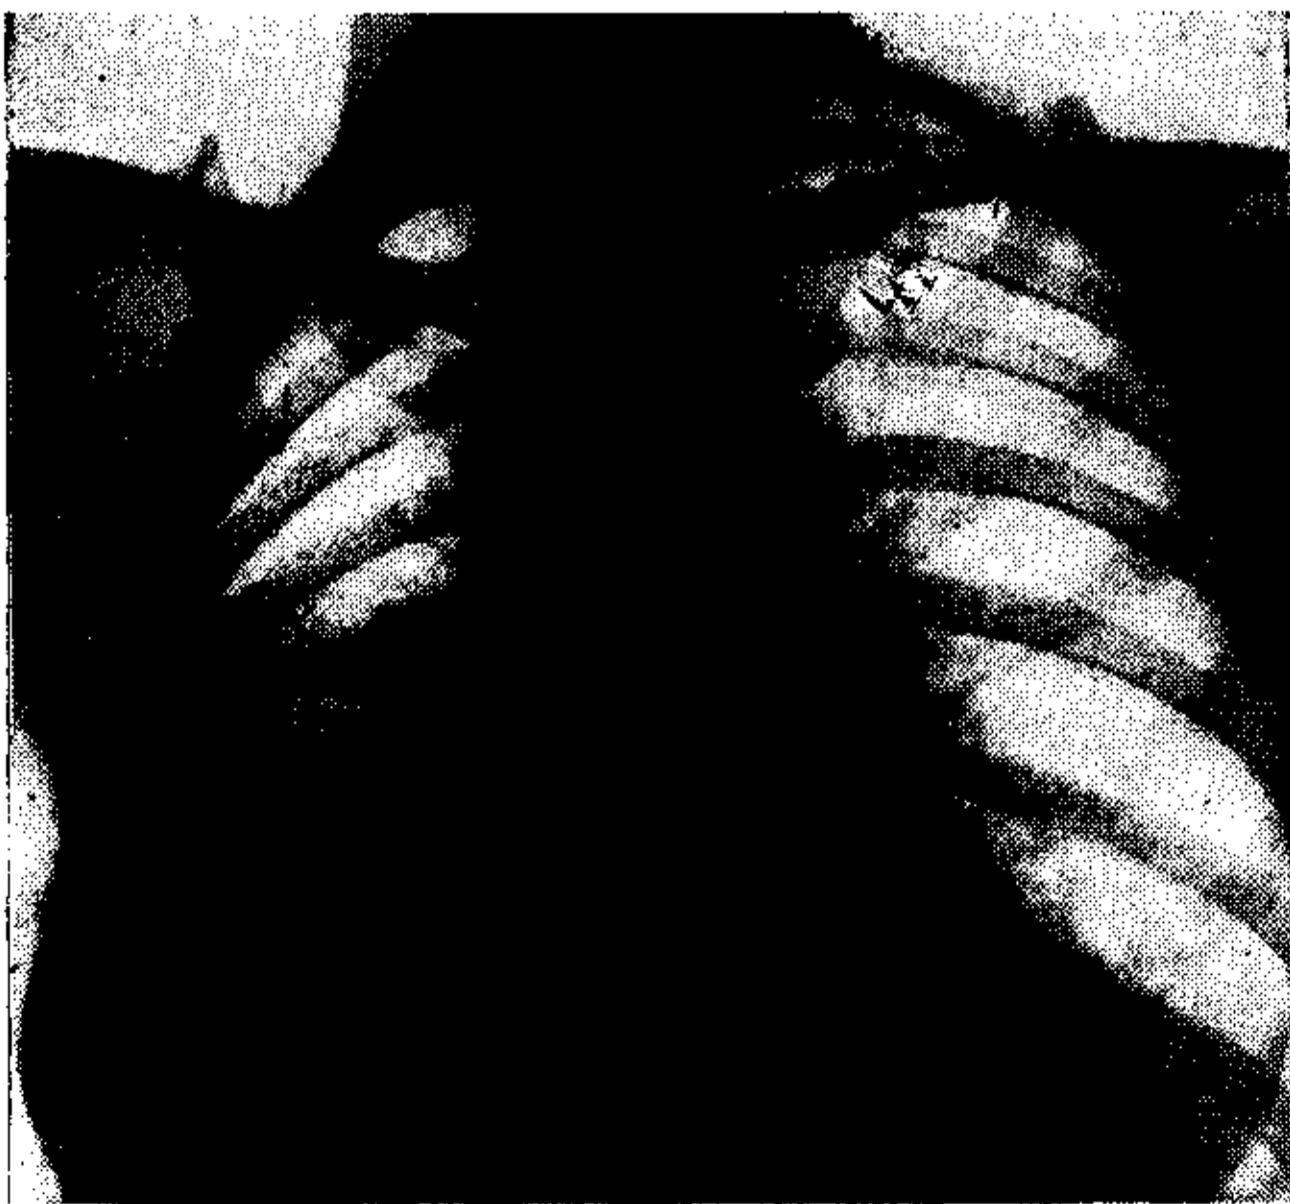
Radiografía tomada 5 meses antes de la operación.
